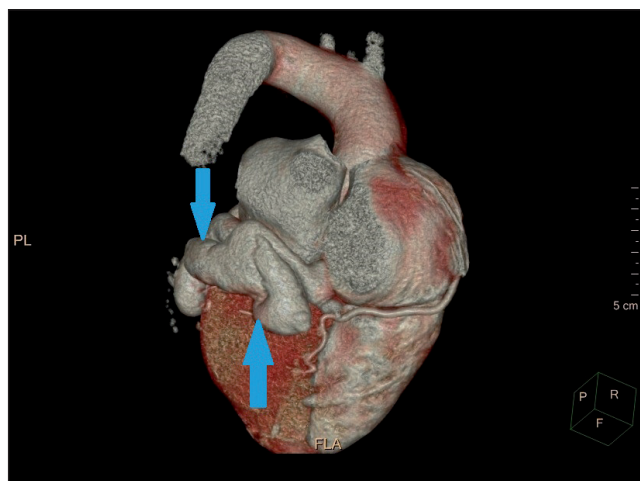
CT angiografie znázorňující tortuózní píštěl odstupující z dilatovaného kmene ACS a ústící do sinus coronarius
